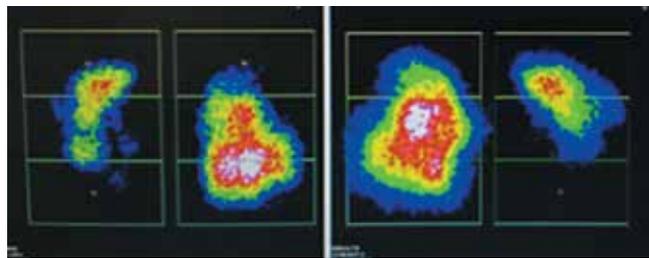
Перфузионная сцинтиграфия легких пациентки К.
